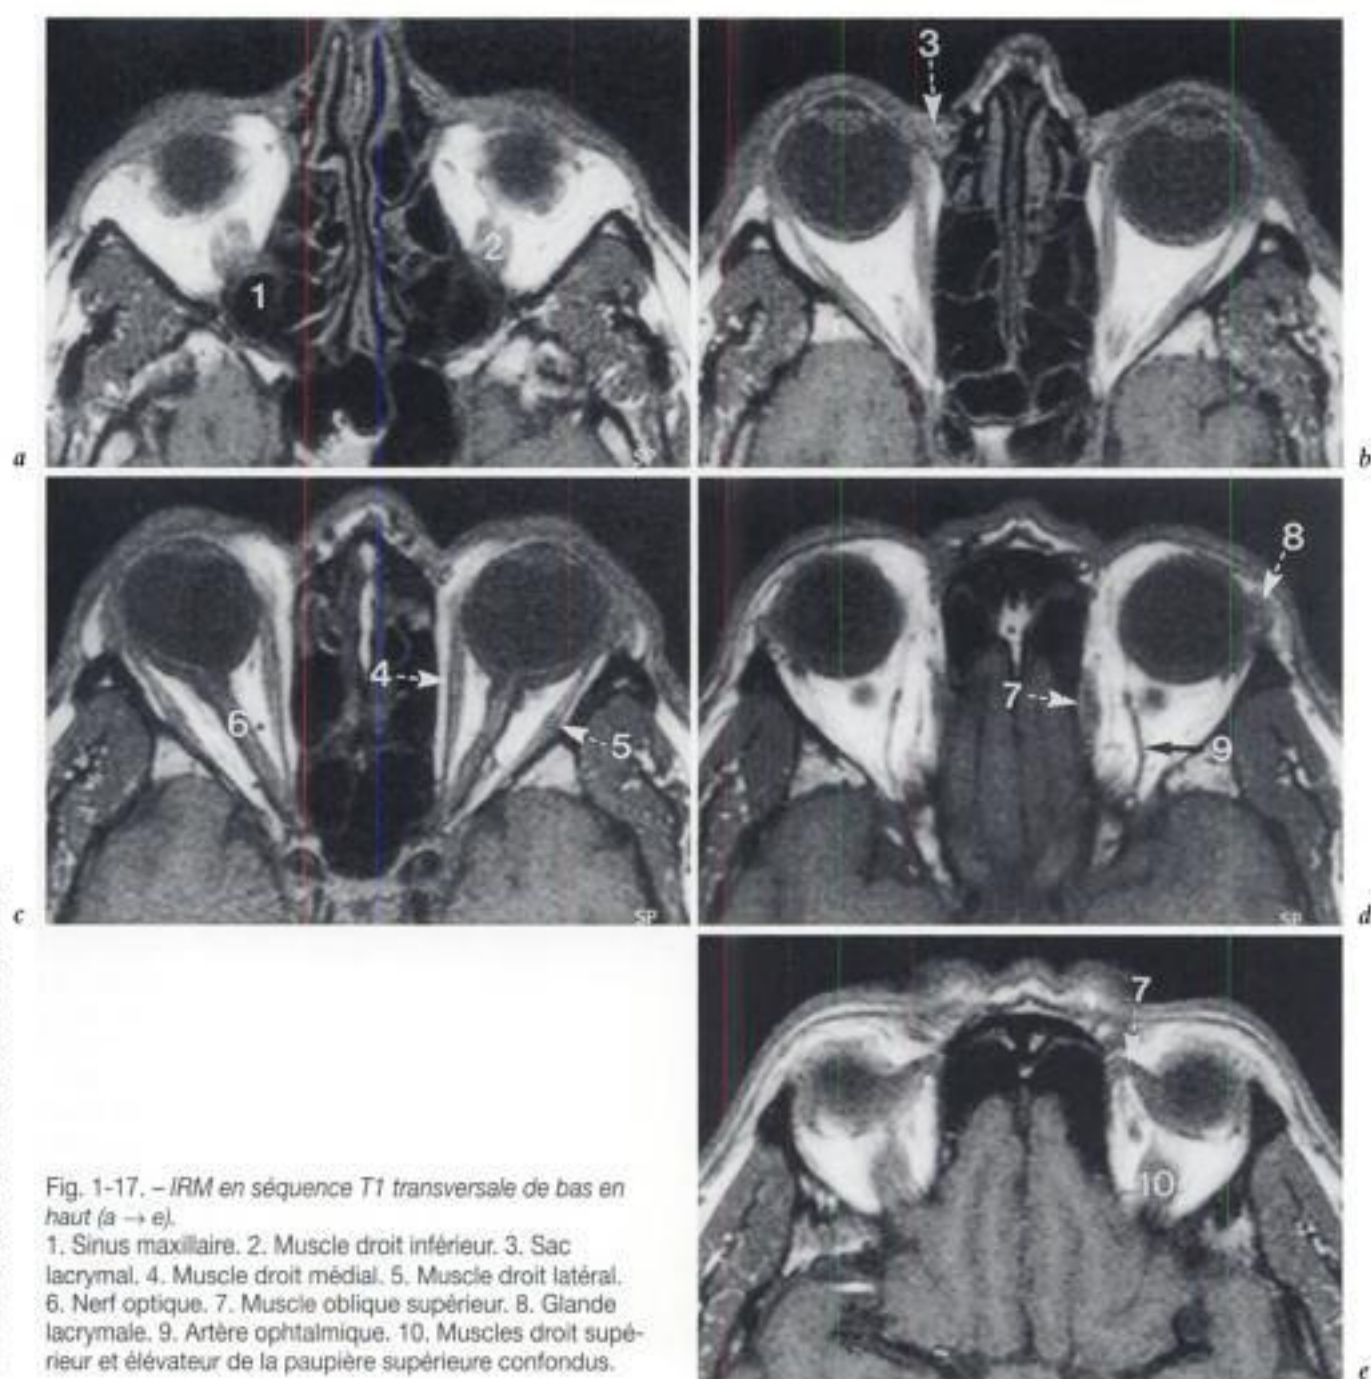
IRM en séquence T1 transversale de bas en haut (a → e).
